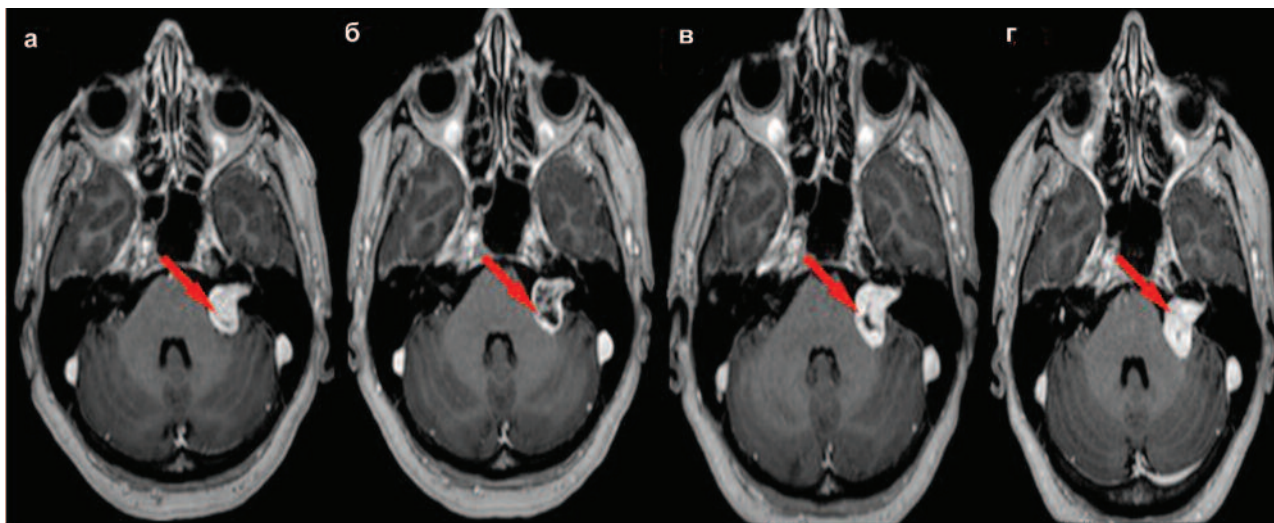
МРТ головного мозку (Т133 + Gd). Стабільність розмірів ВШ після СРХ (а – до СРХ, б – 6 місяців після СРХ, в – 12 місяців після СРХ, г – 24 місяці після СРХ)
